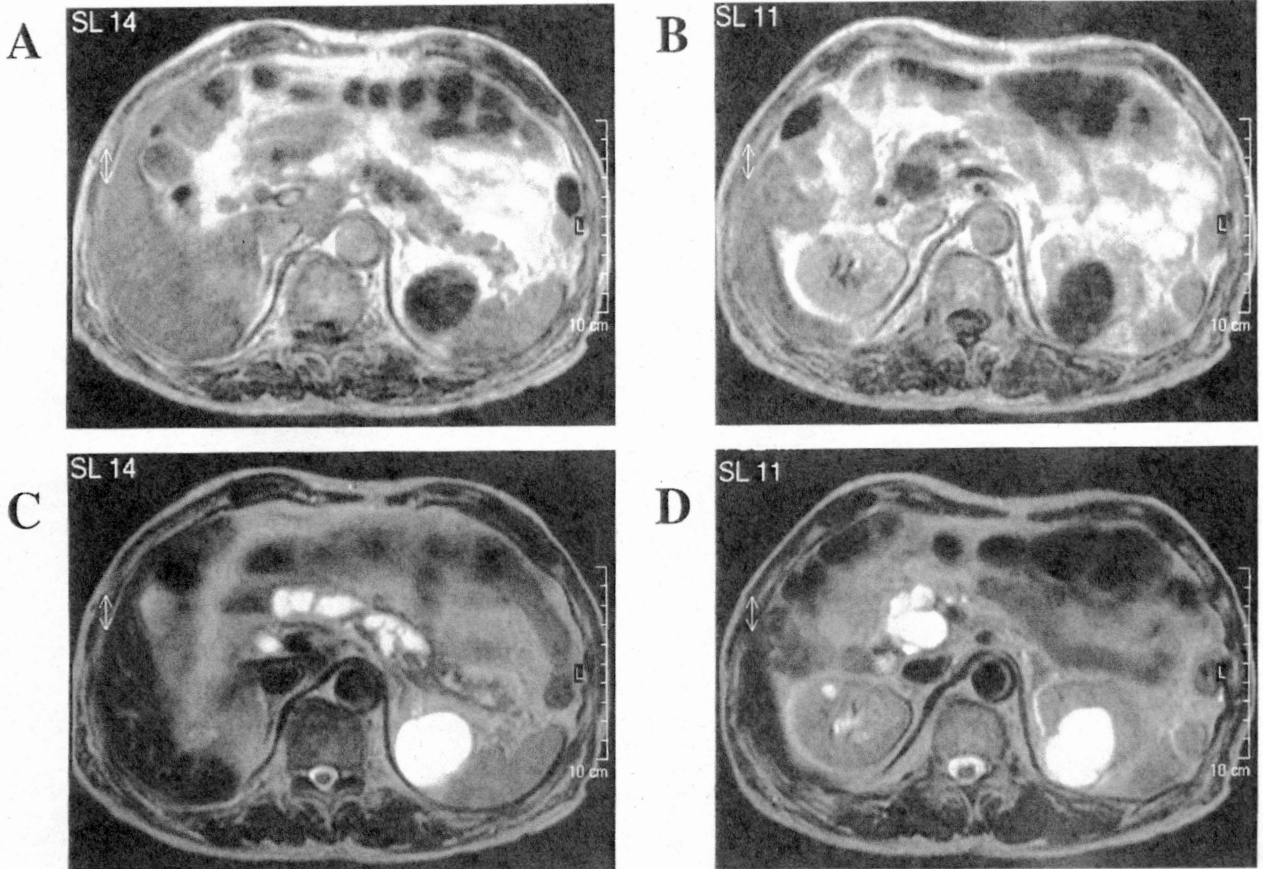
平成11年5月MRI。(A, B; T1強調像, C, D; T2強調像) multiple cystが膵頭部から膵体部にかけて存在するが、主膵管およびcystic mass内に明らかなnoduleは認められなかった。
